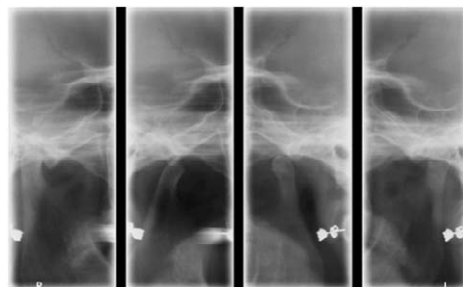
폐구시 경두개 방사선 사진: 관절 과두에 bone loss 소견이 보임.
